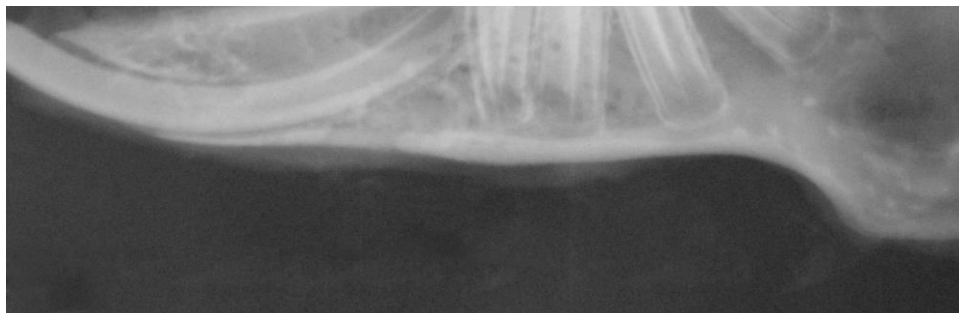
Прицільна рентгенограма нижнього краю здорової щелепи кроля.
